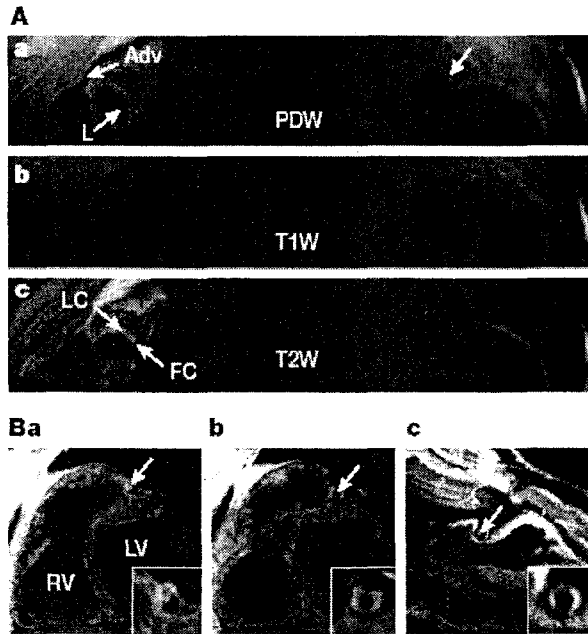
Magnetic resonance imaging of atherosclerosis. A Multiple-contrast magnetic resonance (MR) imaging of carotid artery (proton-density-weighted (PDW) (a), T1-weighted (T1W) (b) and T2-weighted (T2W) (c) weighted) showing a large eccentric plaque in the right internal carotid artery of a 60-year-old African-American male patient. In these sequences, the arterial lumen (L) appears black. T2-weighted images (c) show the greatest signal
